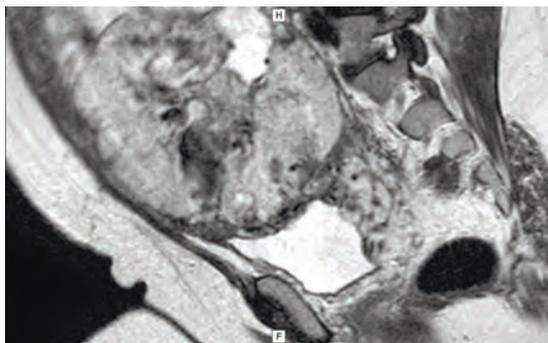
МРТ. Вращение плаценты
